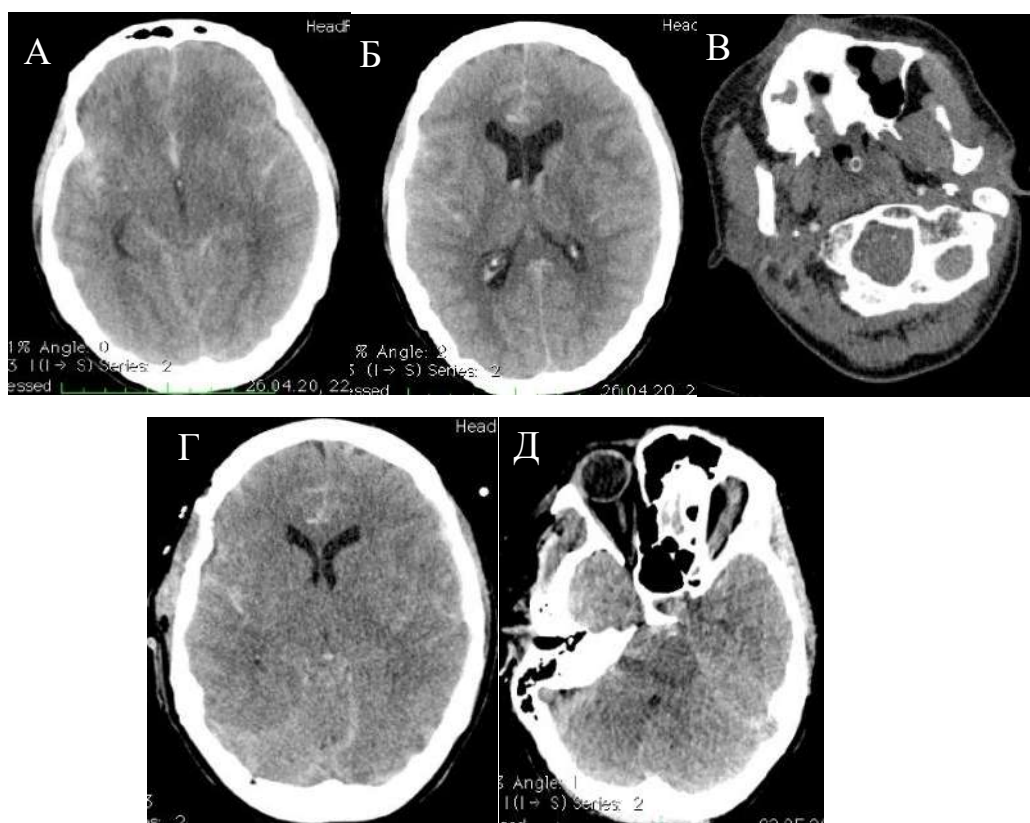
Пациентка, 49 лет, острое нСАК. А, Б, В – исследование в приемном отделении (А, Б – нативная КТ, В – КТА БЦА). Г, Д – нативная КТ спустя 6 сут. после поступления. На нативной КТ при поступлении (А, Б) определяется острое диффузное нСАК. На КТА БЦА (В) отмечается слабое точечное контрастирование обеих позвоночных артерий. На нативной КТ (Г, Д) отмечаются признаки отека головного мозга, вторичная ишемия ствола (на фоне вазоспазма, подтвержденного УЗ ТГ)
